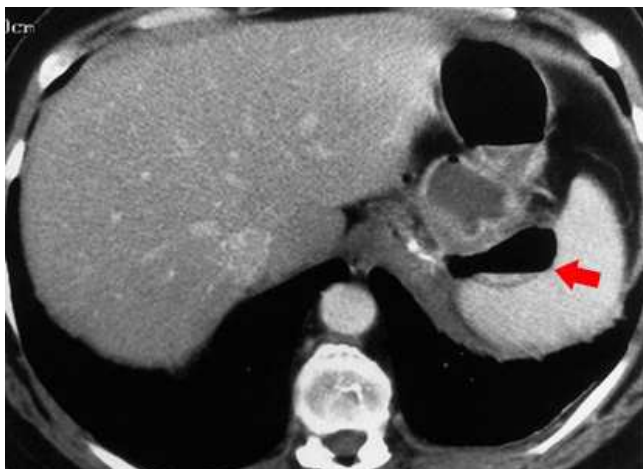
Corte axial de TC de abdome com coleção líquida periesplênica com nível hidroaéreo (abscesso) (seta).
